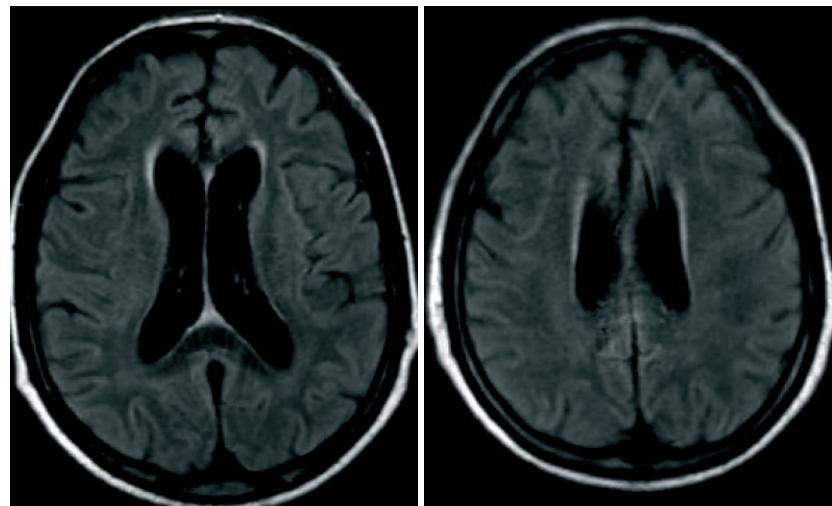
MR imaging in acute phase: FLAIR (A, B), DWI images (C, D) and T1 post-contrast (E, F) images. Notice the bilateral involvement of the subcortical and deep white matter in FLAIR images without corresponding DWI restriction or post contrast enhancement.
